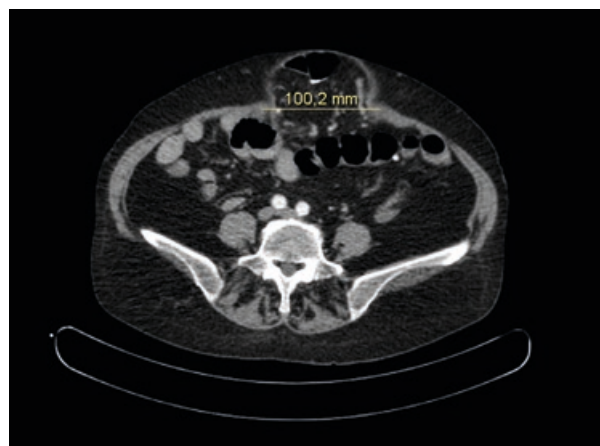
СКТ, дефект передней брюшной стенки
